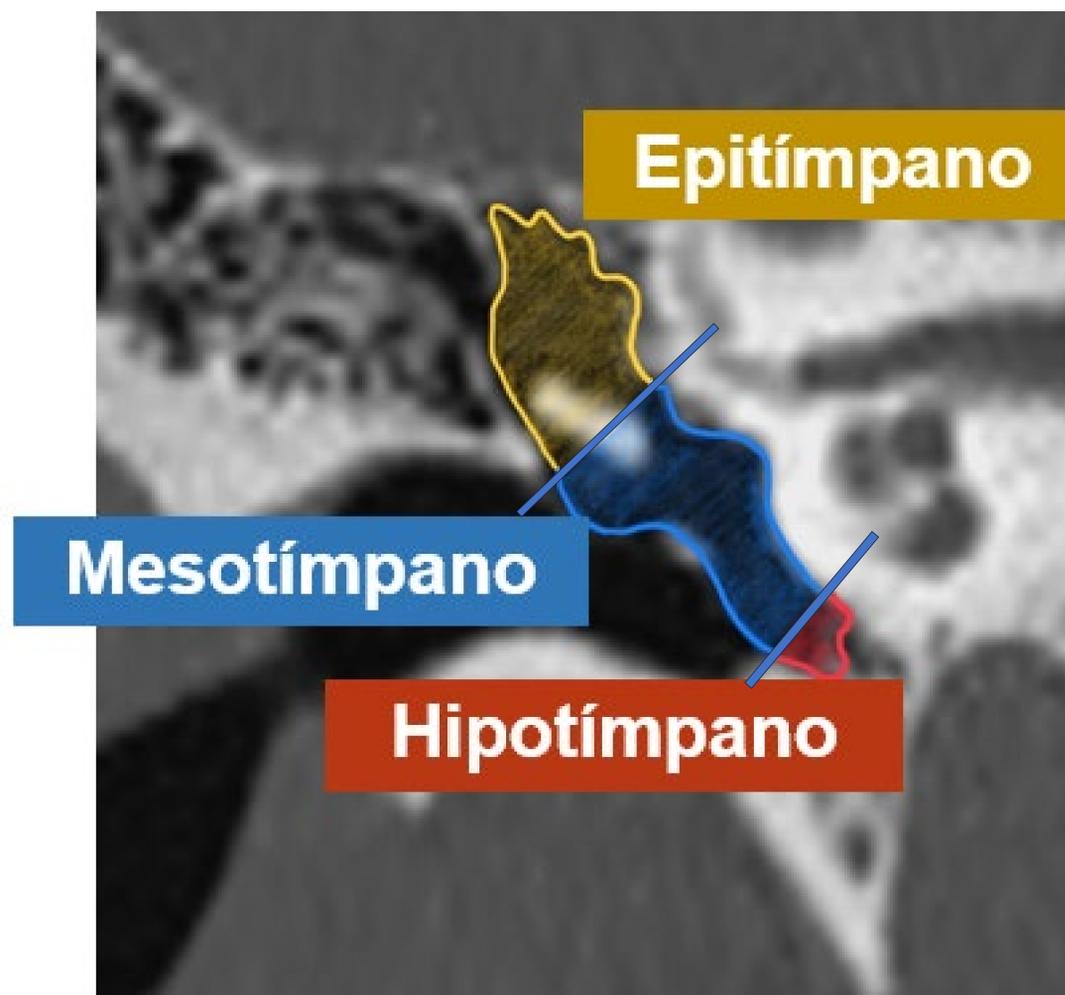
Imagen de TC en plano coronal del oído. Se señalan los compartimentos de la cavidad timpánica: epitímpano (amarillo), mesotímpano (azul) e hipotímpano (rojo).
